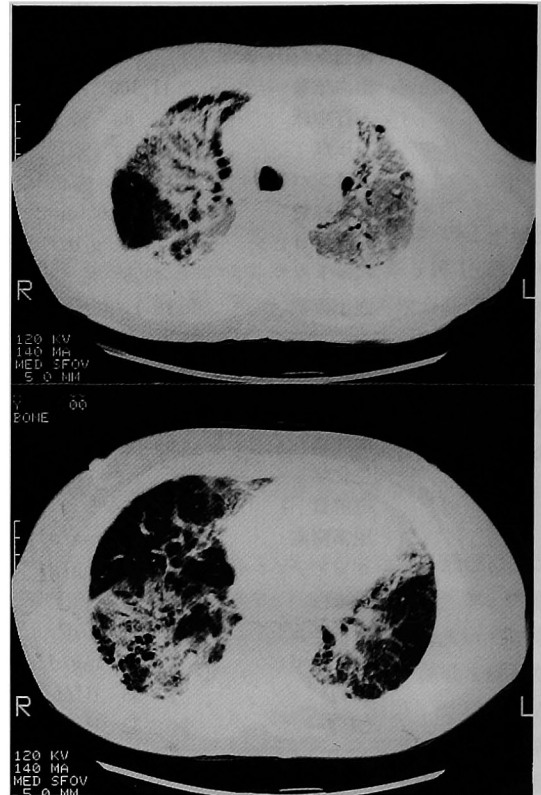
入院時胸部 CT (上：上葉，下：下葉)
